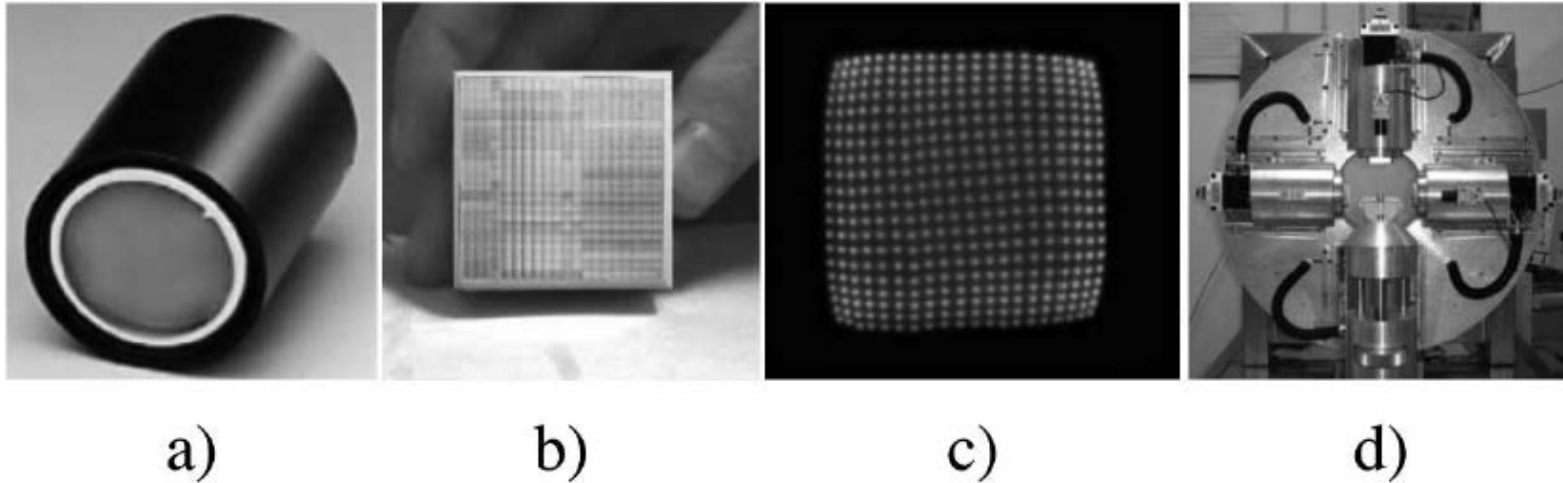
Example of the application of a Hamamatsu R2486 PSPMT. a) Picture of the R2486. b) A YAP:Ce matrix of 20×20 crystals with a 2.0 mm pitch. c) Flood field image of the YAP:Ce pixel (irradiated with 511 keV γ -rays) as obtained with a R2486 PSPMT with a resistive chain readout. d) The combination of the R2486 and the YAP:Ce matrix was used as the building block for the detection system of the YAP-(S)PET pre-clinical scanner featuring four rotating heads [80].
